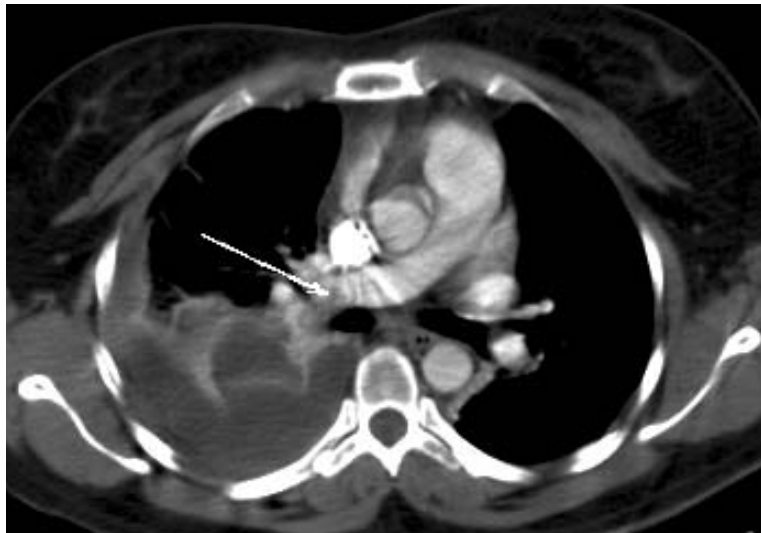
Angiotomografía pulmonar M.D. en cortes axiales en donde se observa un defecto de llenado intraluminal a nivel de la arteria pulmonar derecha (flecha) en adyacencia existe derrame pleural ipsilateral.
